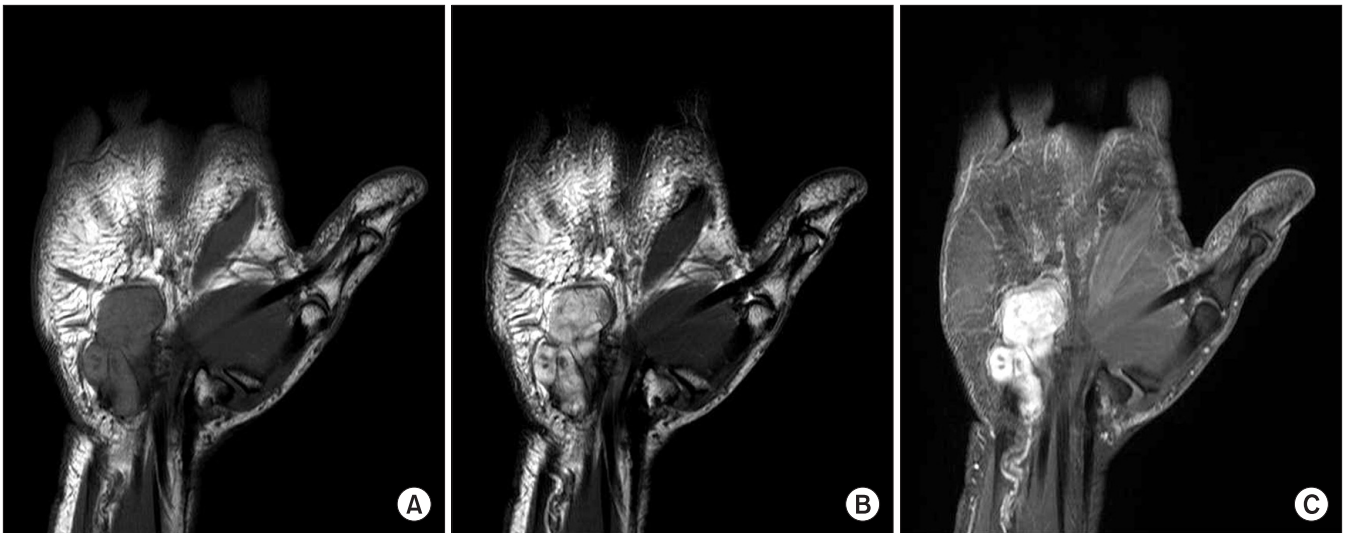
(A, B) Coronal T1 and T2-weighted magnetic resonance images show that homogeneous low signal intensity in hypothenar eminence of the left hand on T1-weighted image, which is converted to heterogeneous high signal intensity at T2-weighted image. (C) Coronal T1-weighted enhanced magnetic resonance image shows well-defined enhancement and septum-like structures with low signal intensity of the hypothenar eminence. Magnetic resonance images show a vascular mass that is lobulated in the region of the hypothenar mass.
